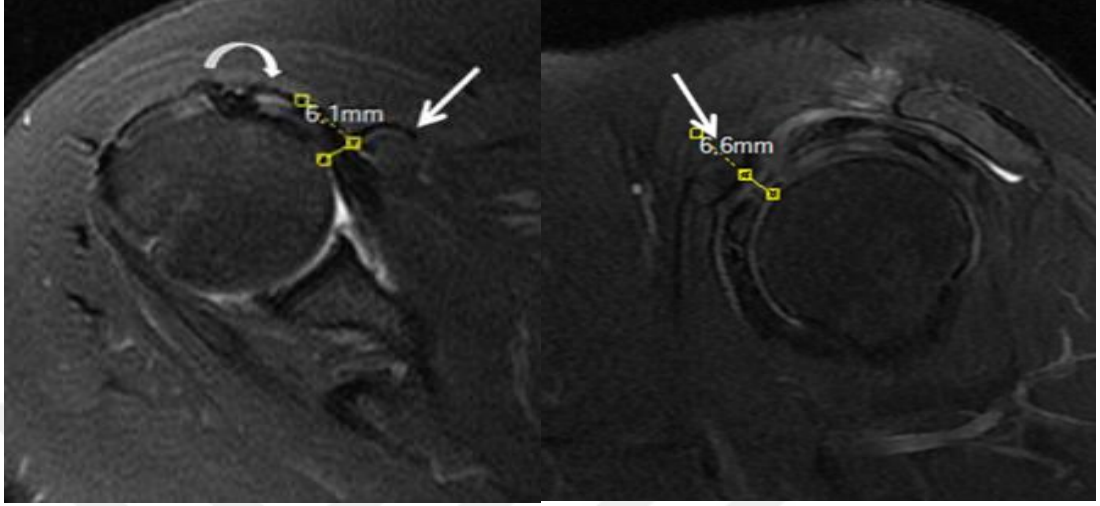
49 yaşında kadın hasta. Sağ Omuz MRG tetkikinde subskapular tendonda komplet yırtık, aksiyel ve sagittal görüntülerde korakoid proçes (ok) ile humerus arasındaki mesafede belirgin daralma izlenmektedir.
